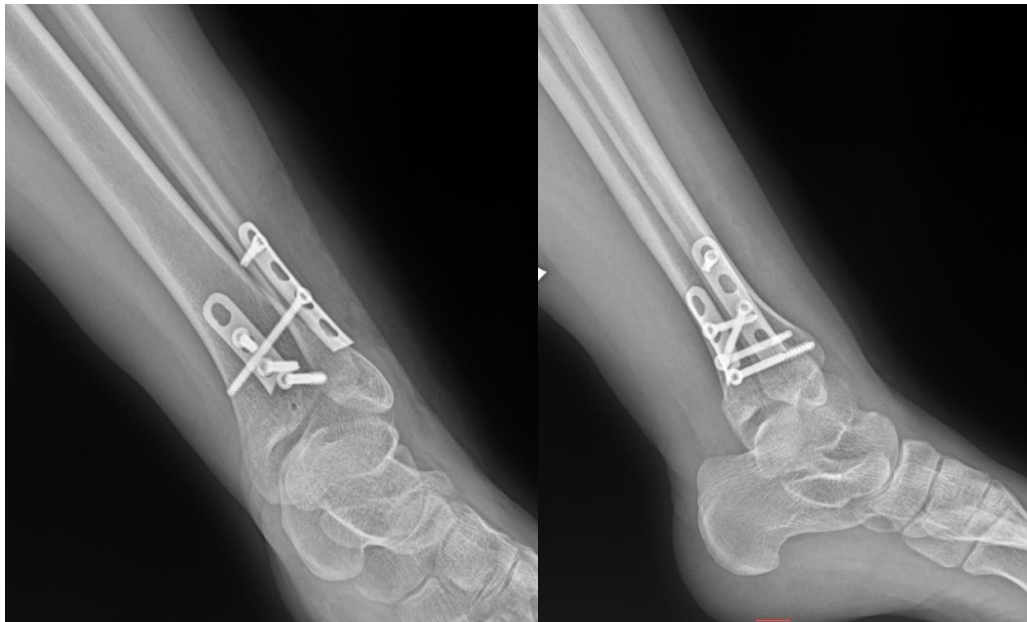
Післяопераційна рентгенографія лівого гомілковостопного суглобу у пацієнта з переломом ЗКВГК та ушкодженням ДМГС.
